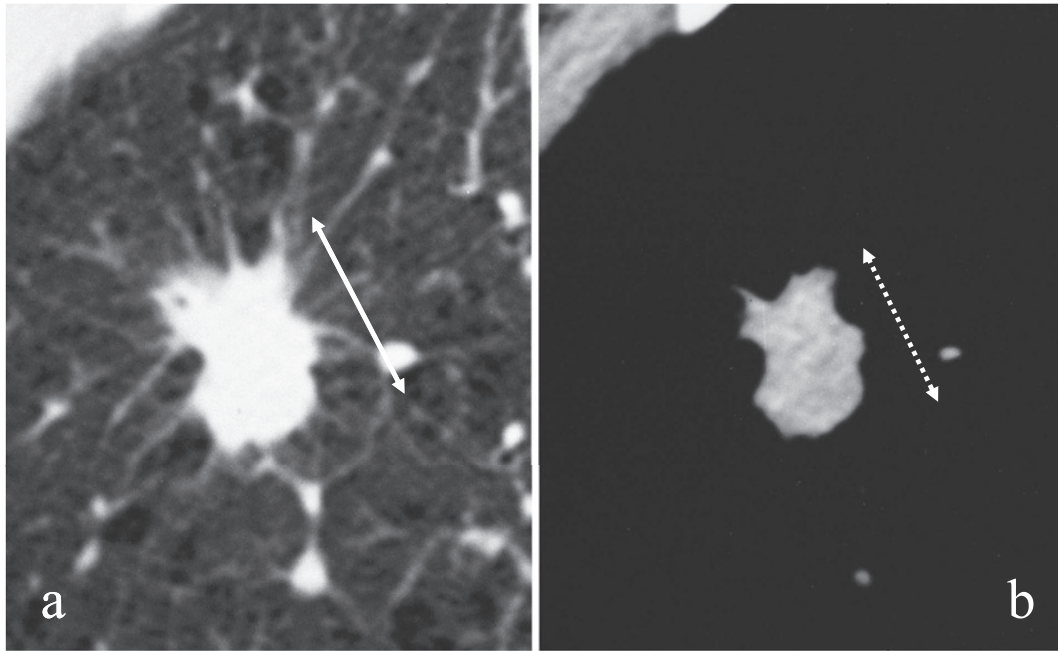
(a) On the lung window setting TS-CT image, a major tumor dimension was measured. (b) On the mediastinal window setting TS-CT image, a major tumor dimension was measured.
